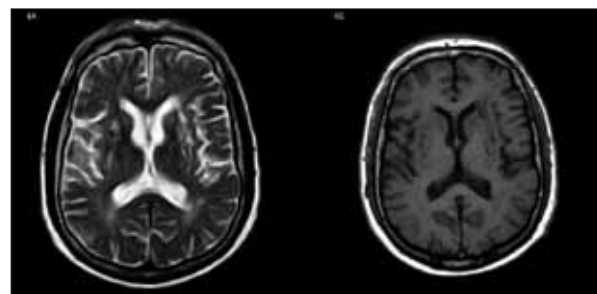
Caso 2. RM-CE de controlo - 6ª semana: Persistência das lesões nos gânglios da base.
